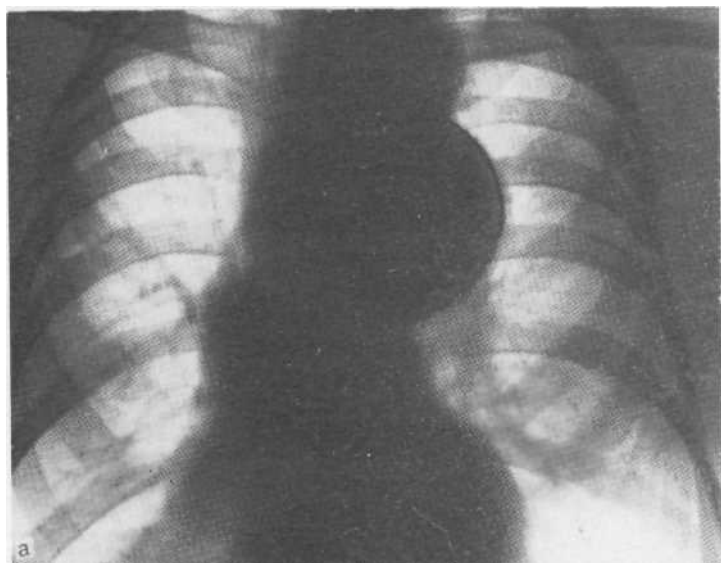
Томограмма в прямой проекции. Обызвествление дуги аорты, хрящей трахеи и крупных бронхов.
